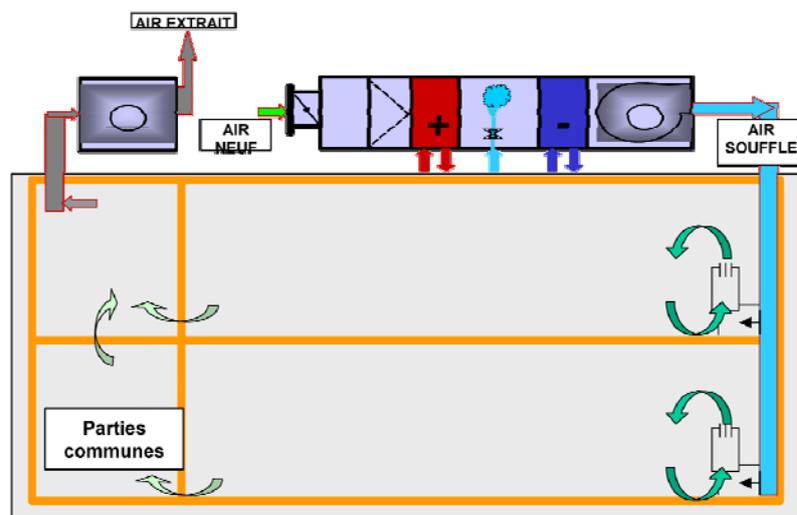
Principe d'une CTA sans recyclage
